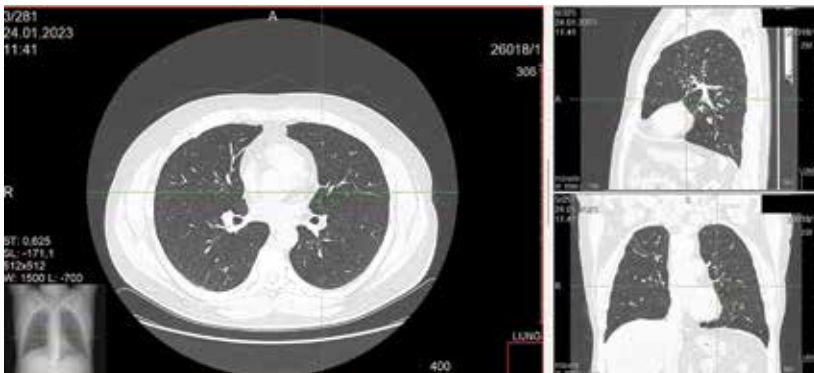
КТ грудной клетки: узлы, расположенные преимущественно в верхних и средних легочных полях
